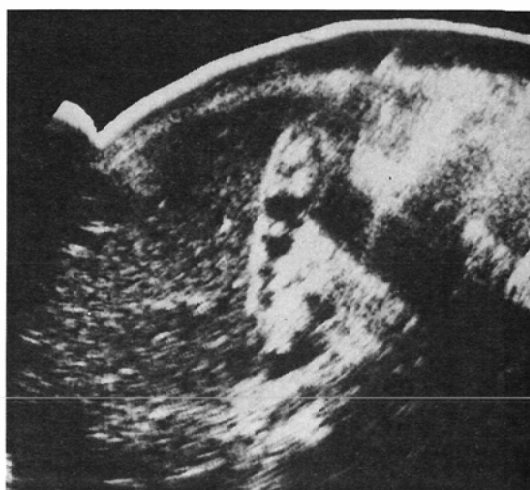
Case 4. Abdominal sonogram. Gallstones with acoustic shadows are noted.
